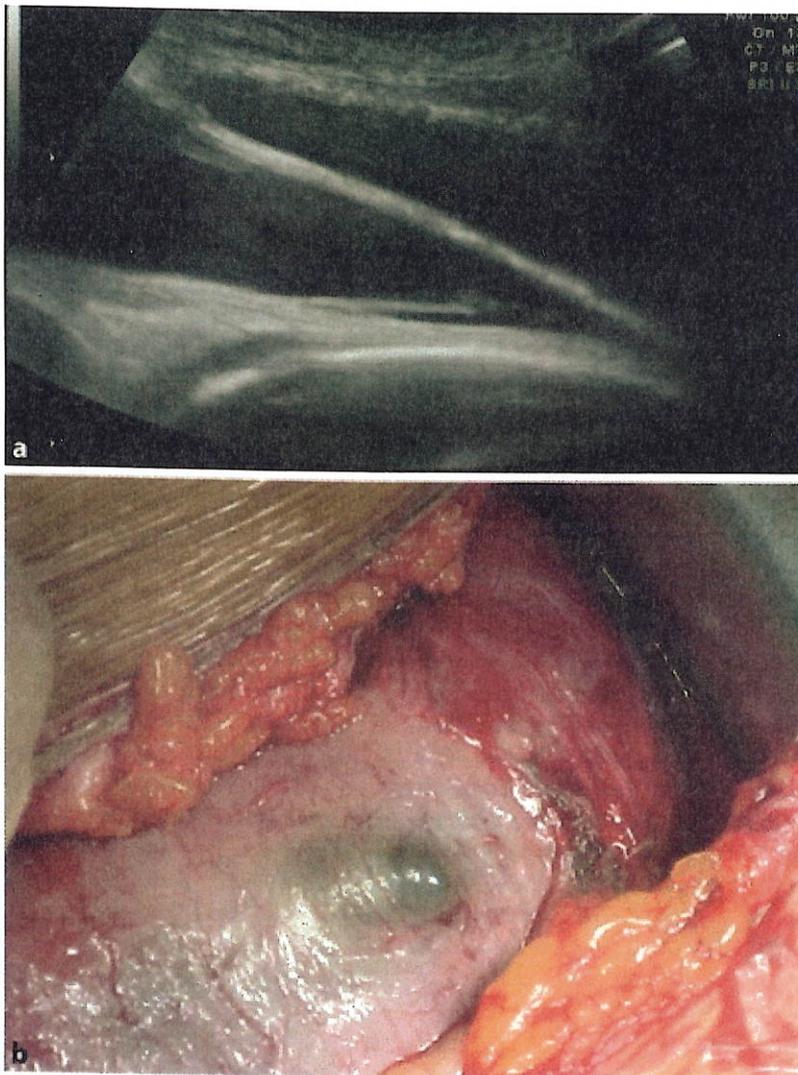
Uterusdehiszenz: a) Sonographisches Bild b) intraoperativ
